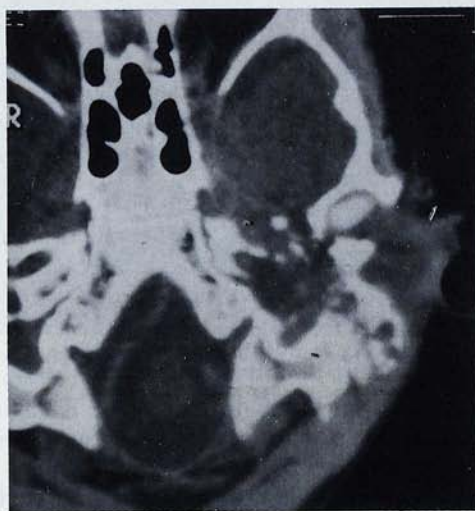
TAC del cas 6. Destrucció del penyal.
